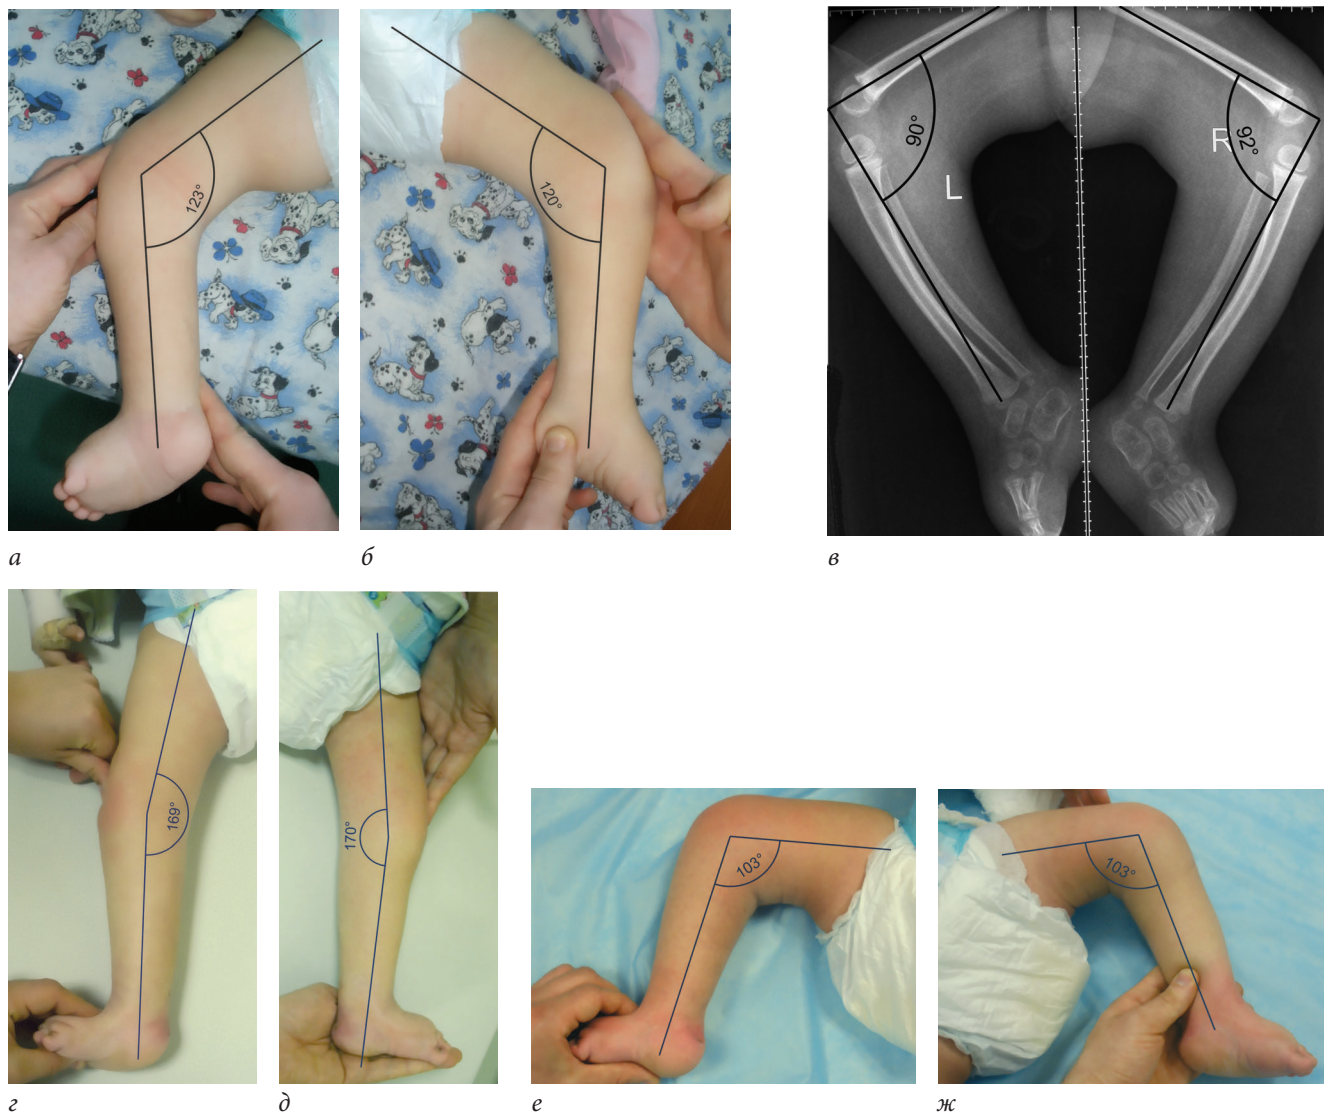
Результат консервативного лечения сгибательных контрактур в коленных суставах: а, б — возможность пассивной коррекции контрактур до лечения; в — рентгенограмма коленных суставов до лечения; г, д — пассивное разгибание в коленных суставах после лечения; е, ж — возможность пассивного сгибания в коленных суставах после лечения
